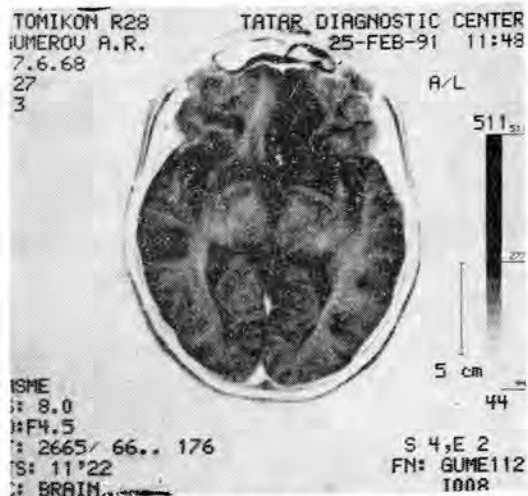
МРТ этого же больного через один месяц после операции.
